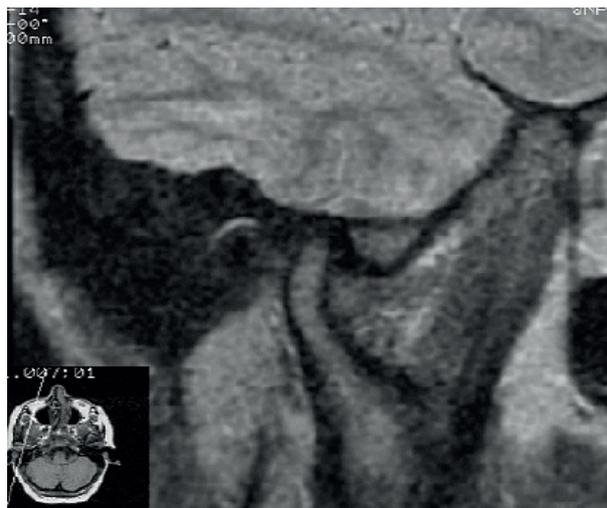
МРТ скронево-нижньощелепних суглобів до лікування.
